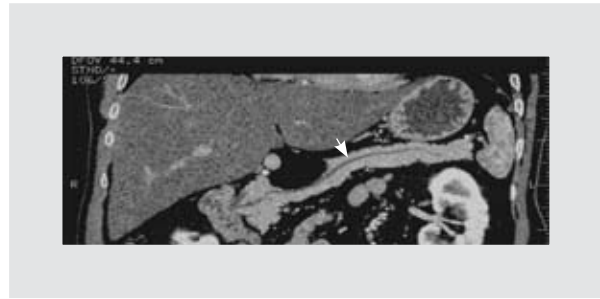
Tomografía computarizada multicorte de páncreas fase arteriovenosa en reconstrucción multiplanar. El contorno de la lesión y el parénquima pancreático que la circunda es regular y bien definido. El conducto intrapancreático no está dilatado (flecha).
